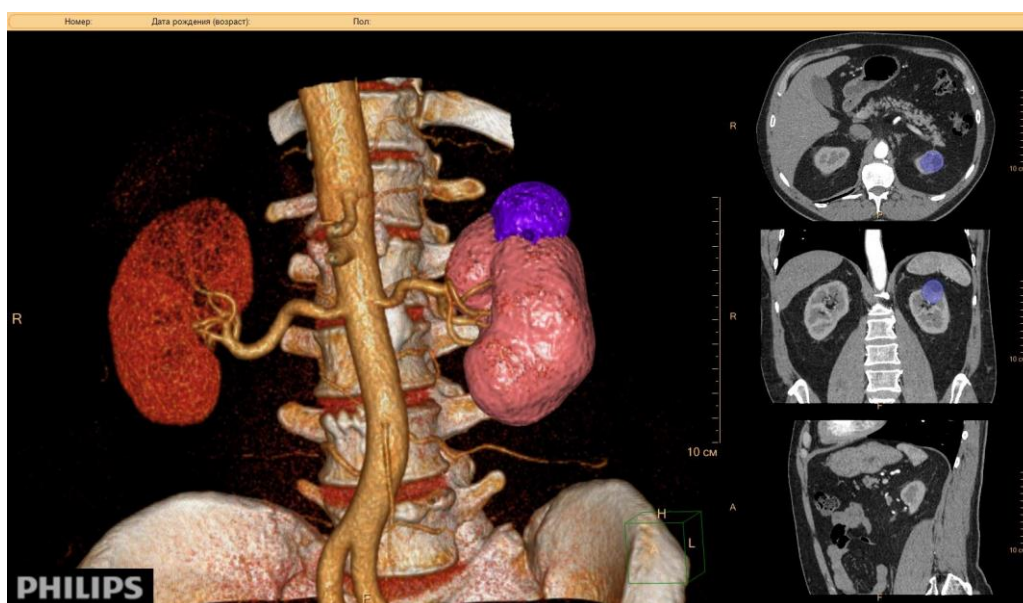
КТ ангиография с 3-D моделированием. Образование верхнего полюса левой почки.
